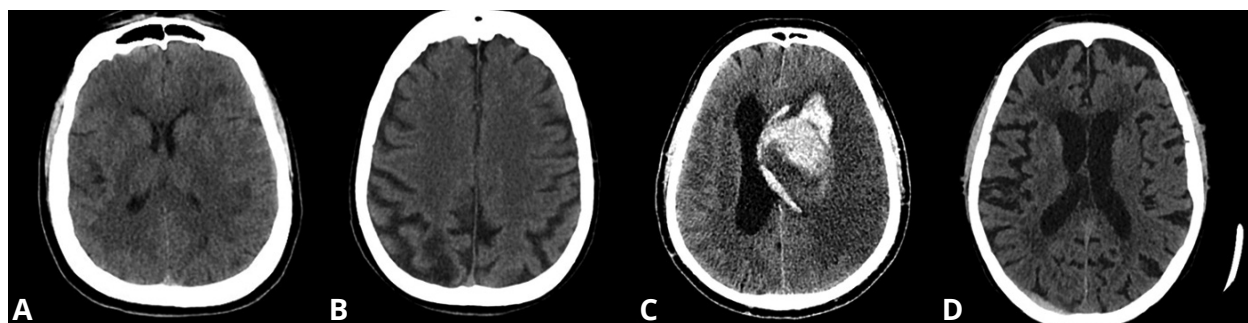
Компьютерно-томографические снимки головного мозга в аксиальной проекции с наличием и отсутствием признаков целевой патологии: а) отсутствие признаков целевой патологии; б) наличие кистозно-глиозных изменений в затылочной доле справа с отрицательным масс-эффектом, но отсутствие признаков целевой патологии; в) признаки геморрагической трансформации по типу внутримозговой медиальной гематомы обширного ишемического инсульта в бассейне левой средней мозговой артерии с прорывом крови в желудочковую систему, субарахноидальное пространство, с отеком левого полушария головного мозга и выраженным латеральным смещением срединных структур; д) признаки пластинчатой субдуральной гематомы в затылочной области справа.
